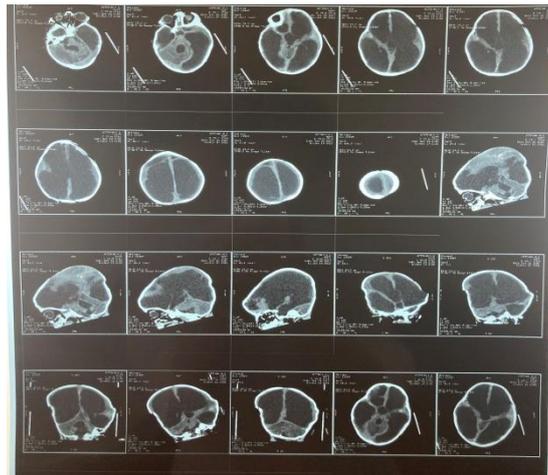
МСКТ картина менингоэнцефалита. Диффузный отек вещества мозга, мозжечка, правого и левого полушарий, частично разрешившийся, без отрицательной динамики. Внутрижелудочковая водянка мозга с отрицательной динамикой в виде нарастания ликворной гипертензии (расширение боковых желудочков, третьего и четвертого желудочков)
